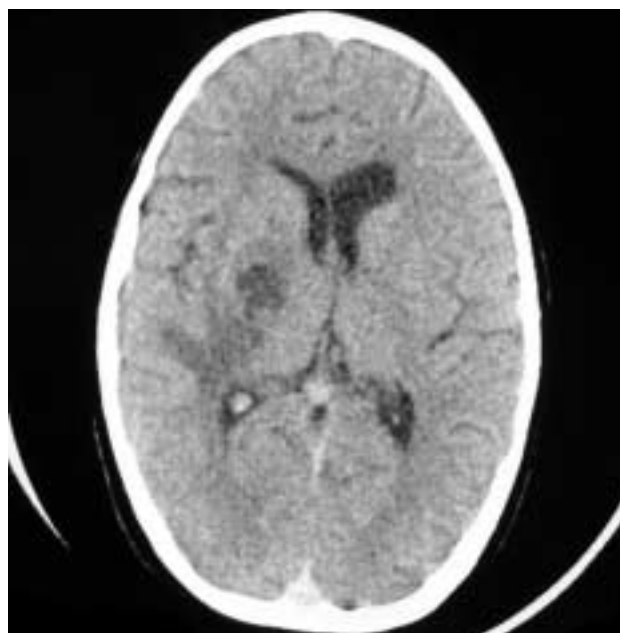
TC control realizado el 33º día de ingreso muestra ya una mejoría radiológica tras la antibioterapia.
